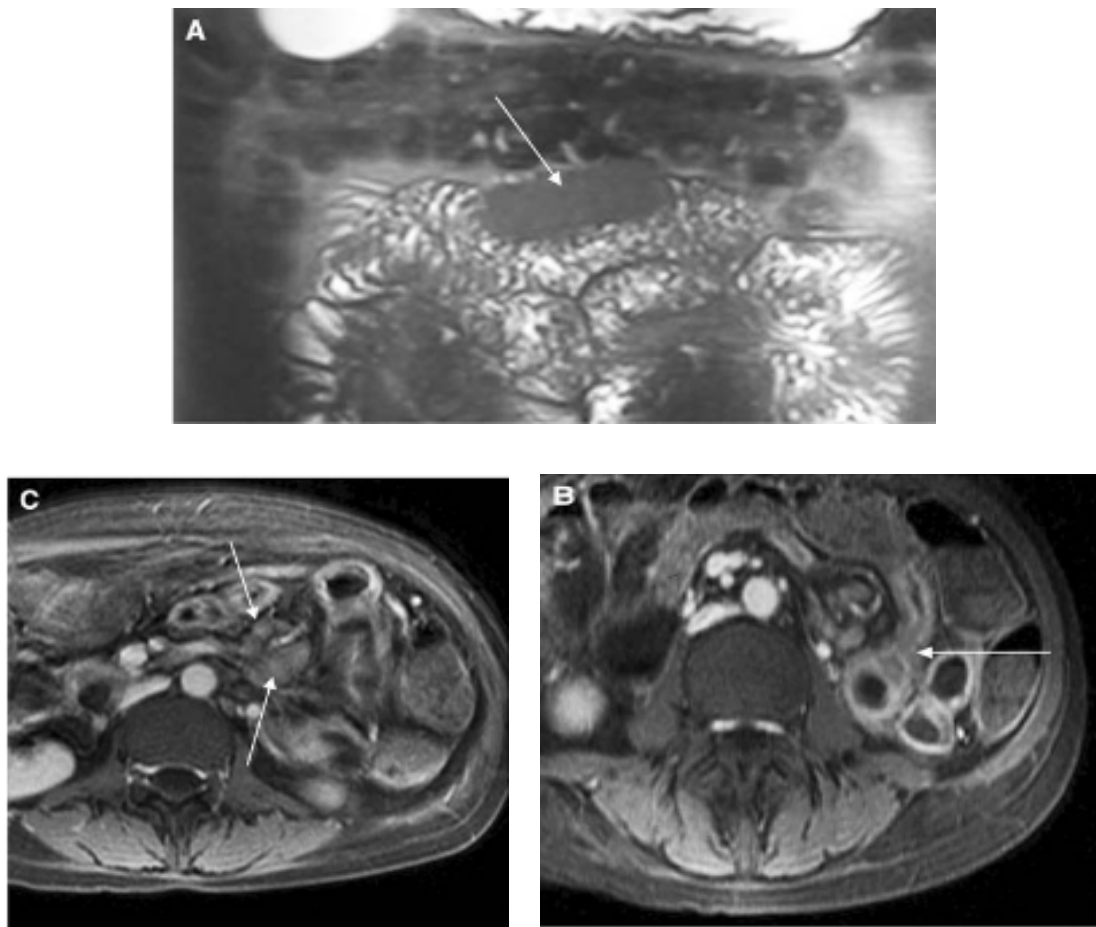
IRM abdominale :
